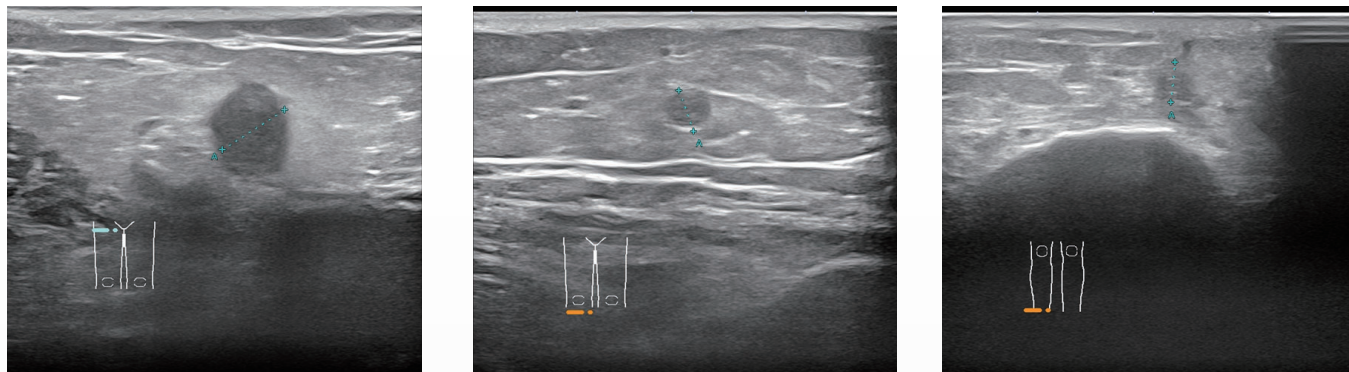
治療後 1 週間目の GSV のエコー像
